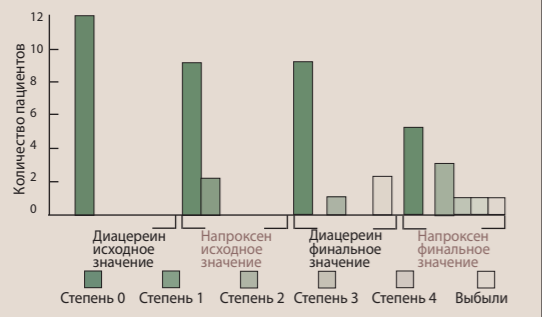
Рентгенологическая прогрессия у всех пациентов, включенных в исследование
